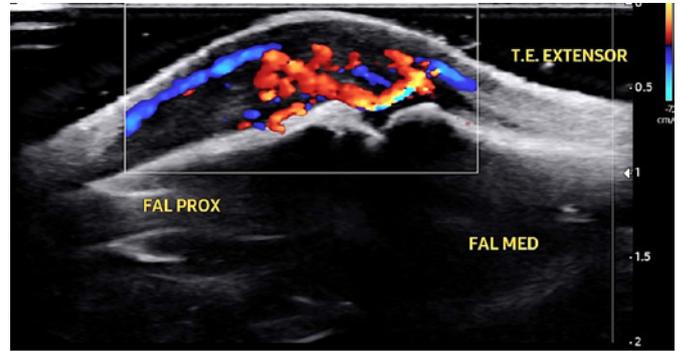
Doppler colorido mostrando una intensa vascularización del tendón, tanto en su interior como en la periferia.
